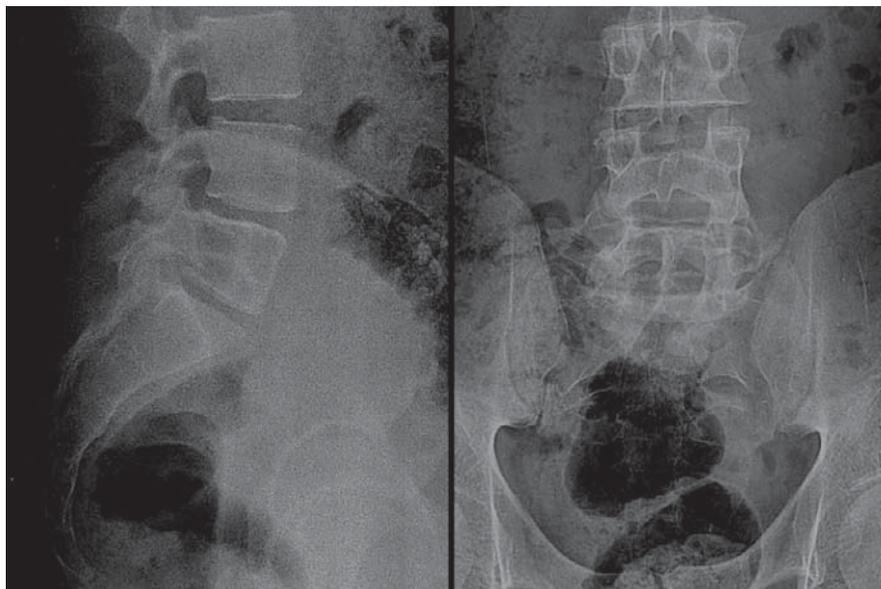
Radiografias: L5 mantém a arquitetura óssea com lesões líticas no corpo.
